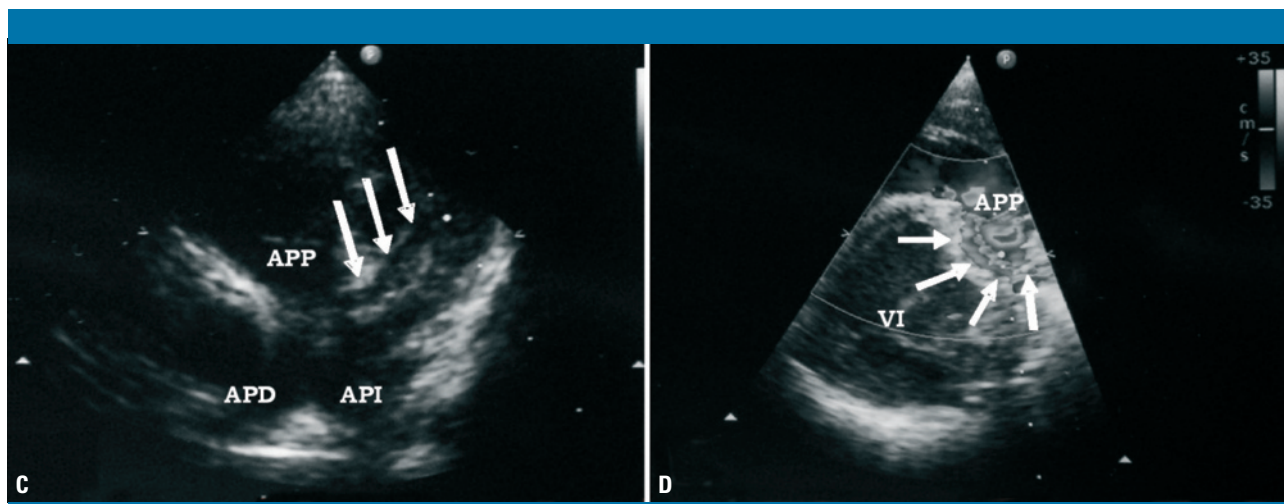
Ecocardiografía. C) Plano supraesternal eje largo anterior (2-D): se señala con flechas la arteria coronaria izquierda, que parte de la APP. D) Plano paraesternal eje corto modificado (Doppler-color): se observa el trayecto de la arteria coronaria izquierda, que se origina en la APP. APD: arteria pulmonar derecha; API: arteria pulmonar izquierda; APP: arteria pulmonar principal; VI: ventrículo izquierdo
